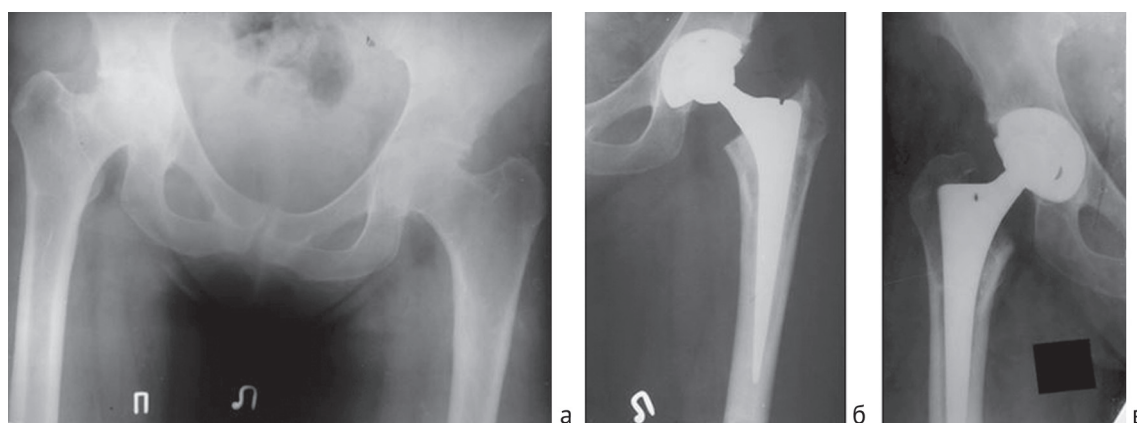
а – двусторонний протрузионный артроз тазобедренных суставов; б – эндопротезирование левого ТБС в возрасте 31 года (эндопротез гибридной фиксации: чашка Trilogy, вкладыш – полиэтилен сверхвысокой молекулярной массы, ножка СРТ; головка – нержавеющая сталь, диаметром 28 мм, Zimmer, Warsaw, IN, USA); в – эндопротезирование правого ТБС в возрасте 33 лет (эндопротез бесцементной фиксации: чашка Trilogy, вкладыш – полиэтилен сверхвысокой молекулярной массы, ножка VerSys ET; головка комохромовая диаметром 28 мм, Zimmer, Warsaw, IN, USA)
